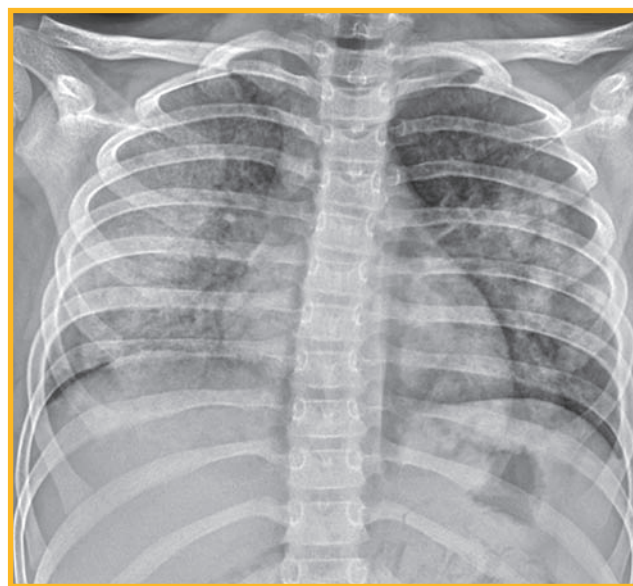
Рентгенограмма грудной клетки: диффузное усиление и деформация легочного рисунка с участками консолидации в обоих легких
